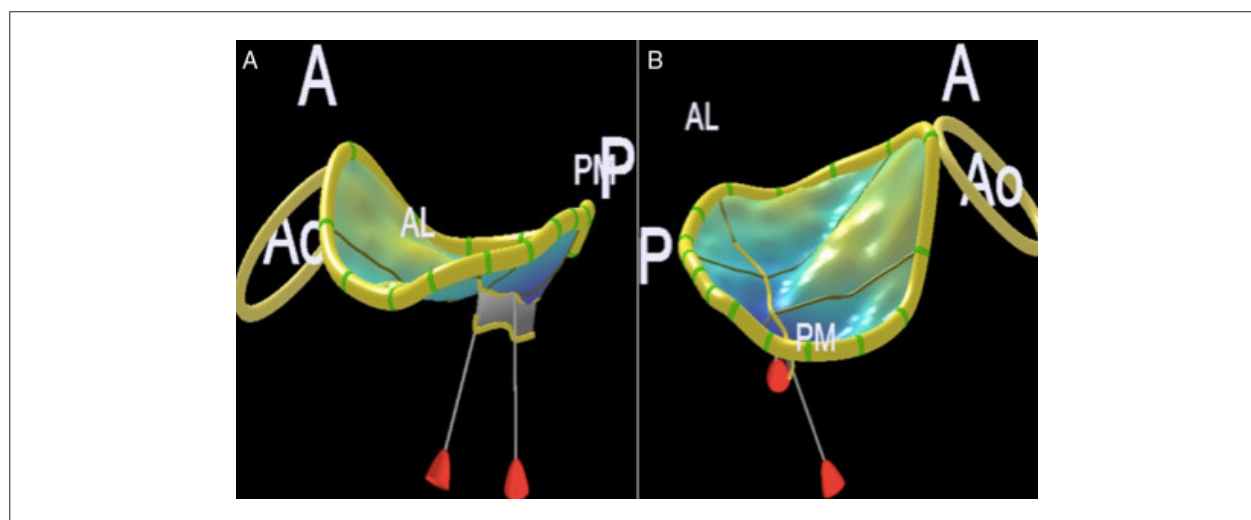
Avaliação do anel mitral pela ecocardiografia tridimensional. (A) Diâmetro anteroposterior. (B) Diâmetro anterolateral-posteromedial. Ao: Anel aórtico; A: Anterior; P: Posterior; AL: Anterolateral; PM: Posteromedial.
